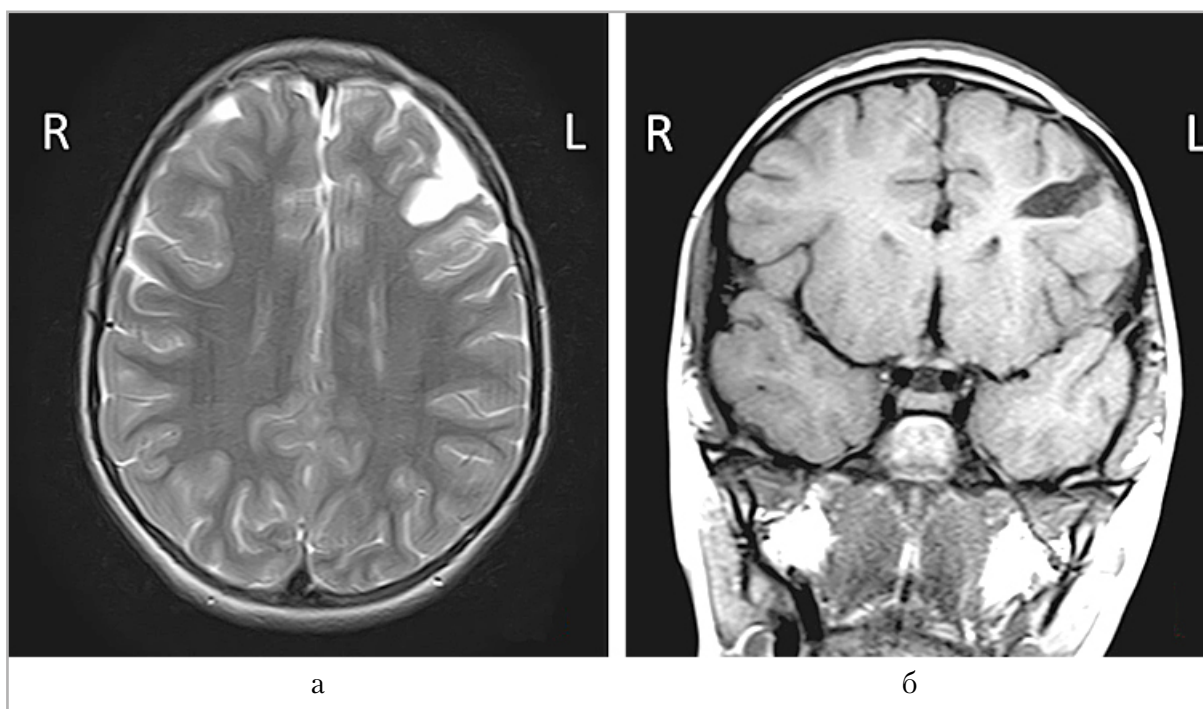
МРТ головного мозга с послеоперационной ликворной полостью у пациентки с ФКД левой лобной доли (а — T2-ВИ; б — T1-ВИ)
